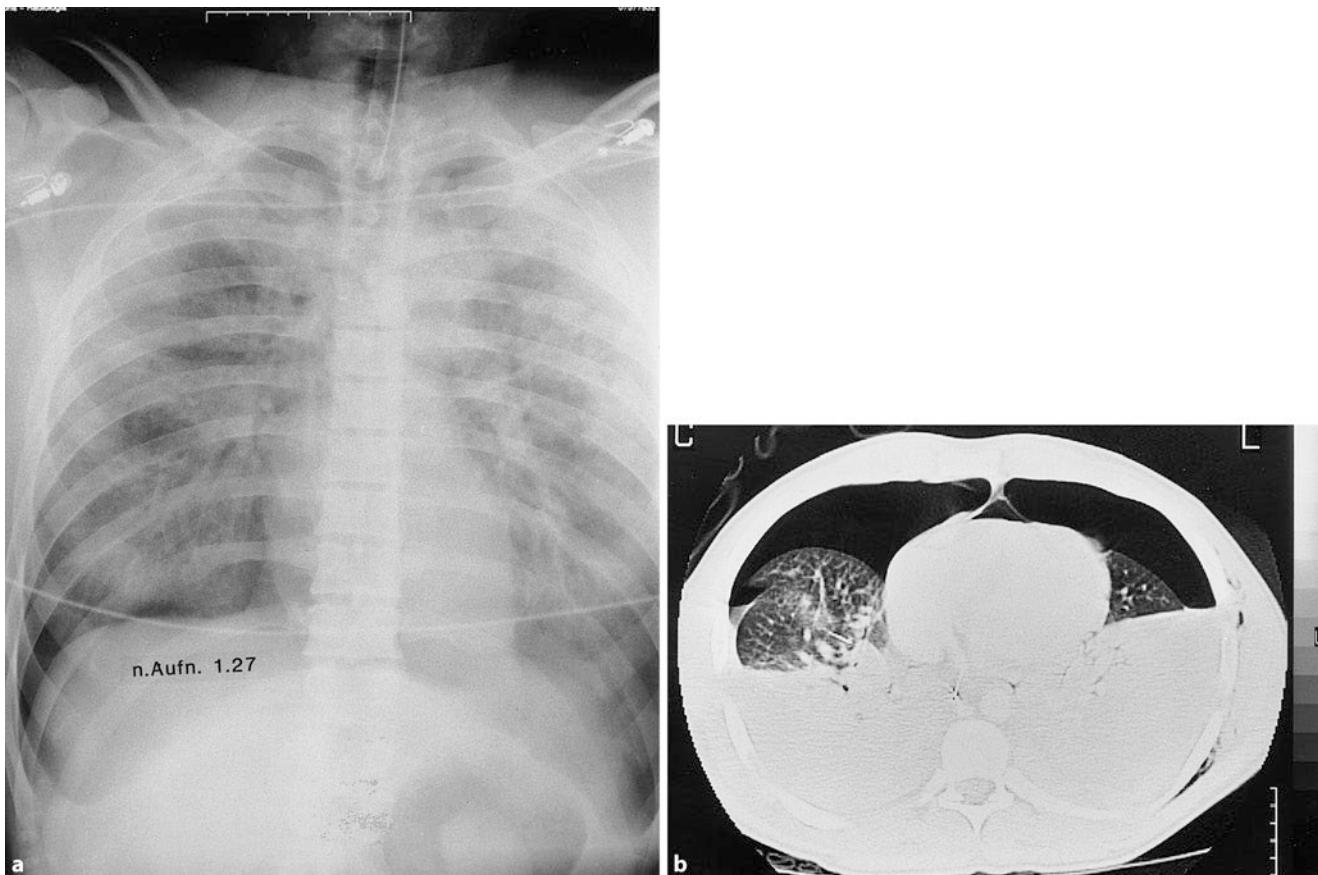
Spannungspneumothorax beidseits nach stumpfem Thoraxtrauma. a Zu beachten ist der beidseitige Zwerchfelliefstand. b Die Computertomographie zeigt die ausgeprägten Verdichtungen der abhängigen Lungenabschnitte beidseits
